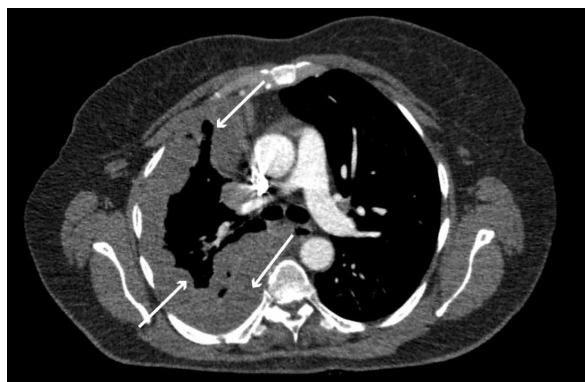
Tomografía Computada Multidetector (TCMD) de tórax con contraste endovenoso (ventana mediastinal). Se evidencia engrosamiento difuso de la pleura parietal y visceral derechas, de bordes lobulados y aspecto nodular, encapsulando la superficie pulmonar sin realce significativo luego de la administración de contraste endovenoso.
